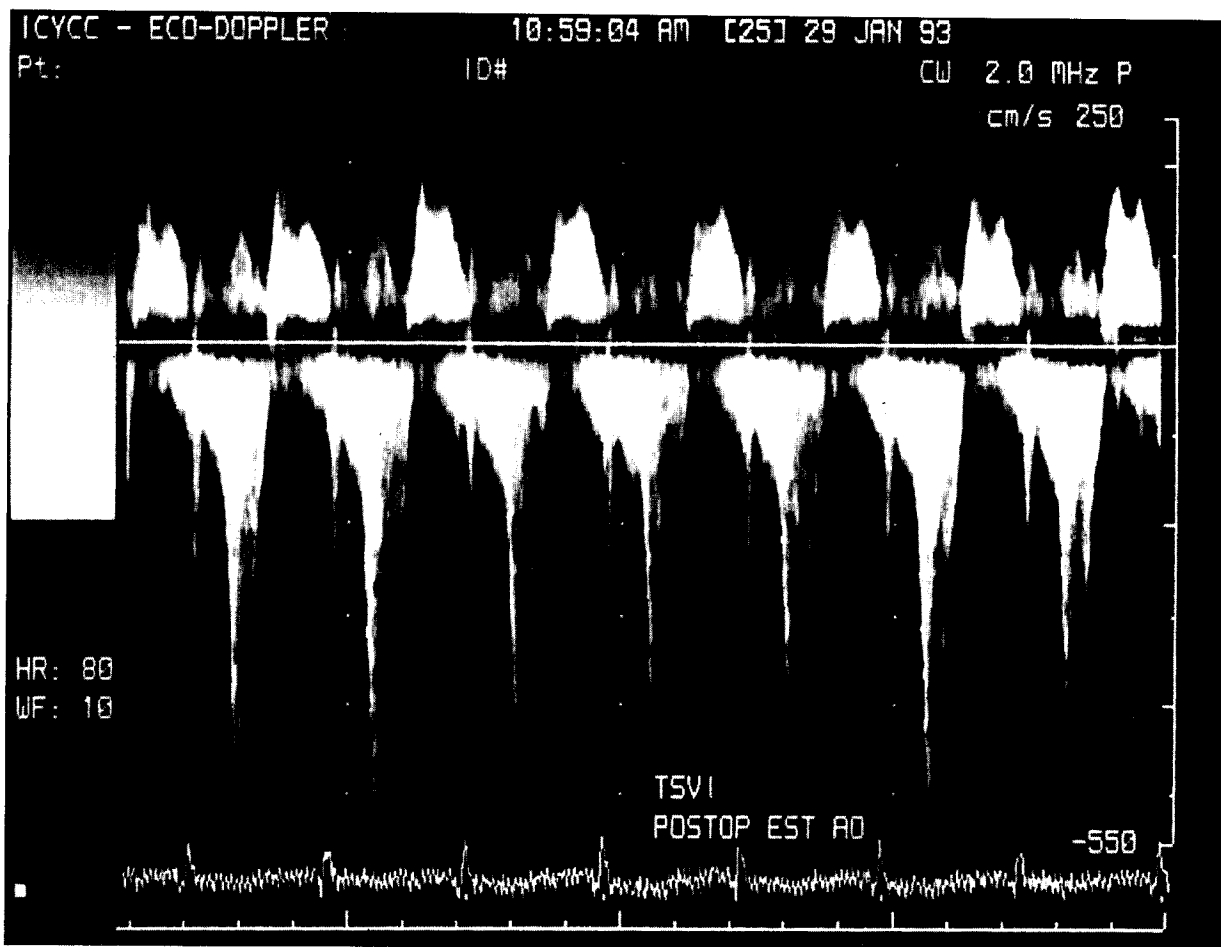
Representación espectral del Doppler continuo del flujo de la obstrucción medioventricular, que genera un gradiente de 115 mmHg, en el posoperatorio inmediato de una estenosis valvular aórtica. TSVI: tracto de salida del ventrículo izquierdo.
